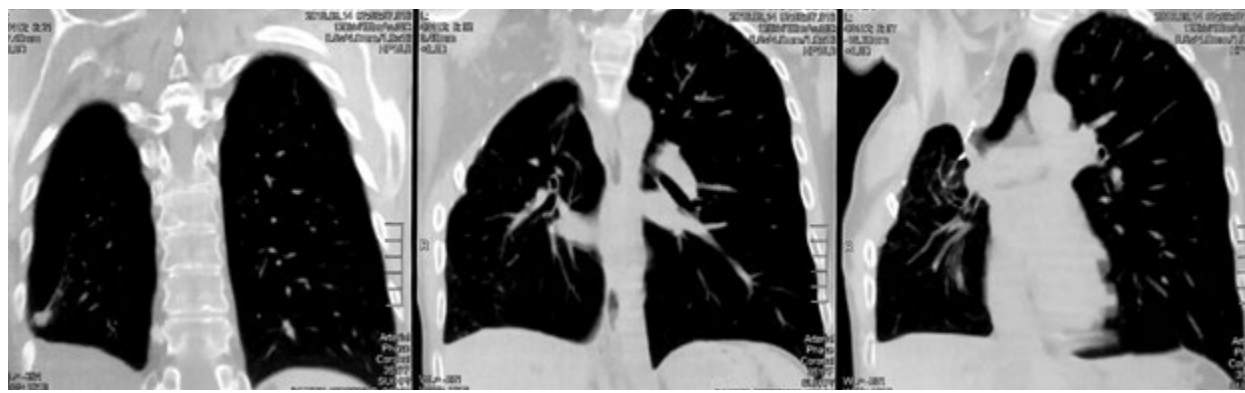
Комп'ютерна томографія органів грудної порожнини після операції (верхня лобектомія справа з коригувальною 4-реберною екстра-інтраплевральною торакопластиком) (випадок № 3)
